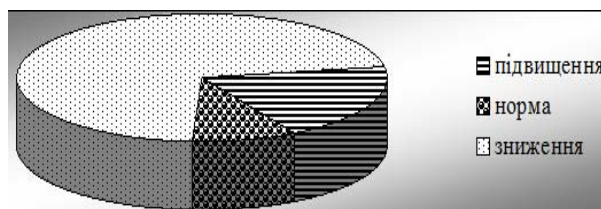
Розподіл обстежених хворих за активністю КТ
